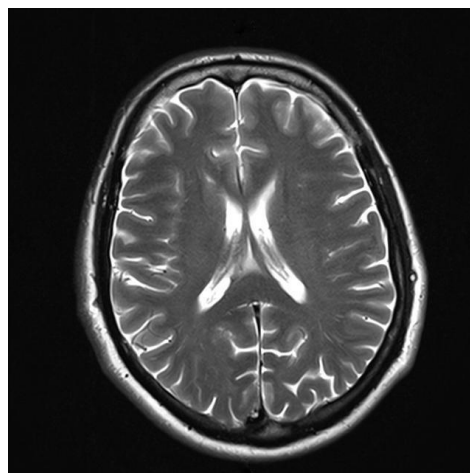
МРТ головного мозга: кортикальная атрофия 1-й степени, очаговая и диффузная патологии не выявлены
